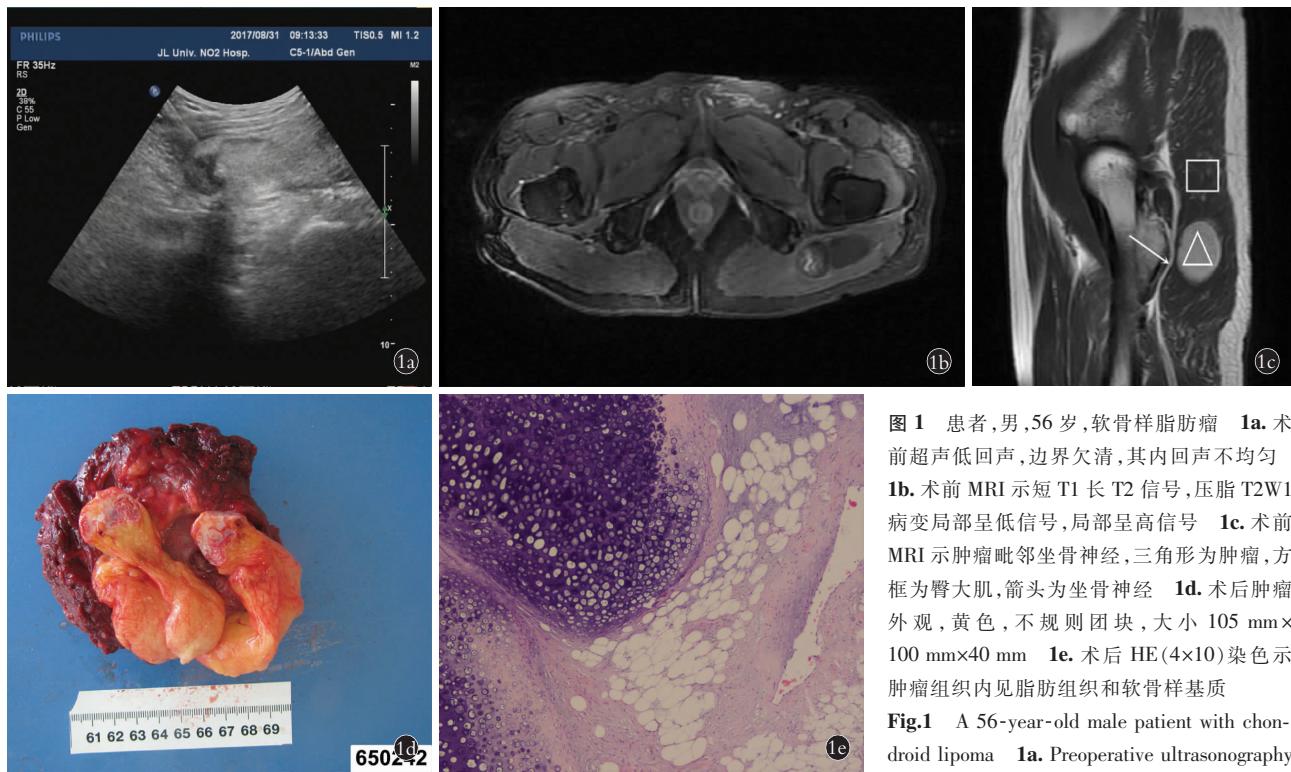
患者,男,56岁,软骨样脂肪瘤 1a.术前超声低回声,边界欠清,其内回声不均匀 1b.术前MRI示短T1长T2信号,压脂T2W1病变局部呈低信号,局部呈高信号 1c.术前MRI示肿瘤毗邻坐骨神经,三角形为肿瘤,方框为臀大肌,箭头为坐骨神经 1d.术后肿瘤外观,黄色,不规则团块,大小105 mm×100 mm×40 mm 1e.术后HE(4×10)染色示肿瘤组织内见脂肪组织和软骨样基质
